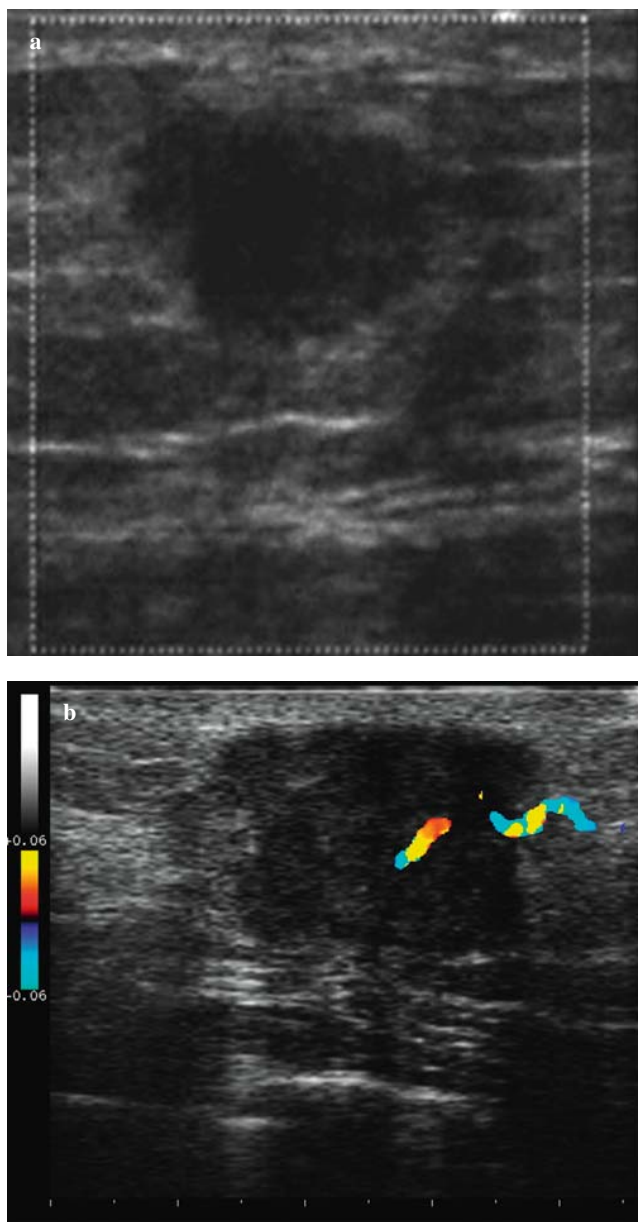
Ultrasound depicts the lesions as inhomogeneously hypoechoic nodules with irregular margins (a). Corresponding ultrasound image of expansile mass in a 60-year-old patient with obesity and positive family history. Colour Doppler ultrasound of the hypoechoic lesion showing vascular spots with centrifugal pattern (b).
